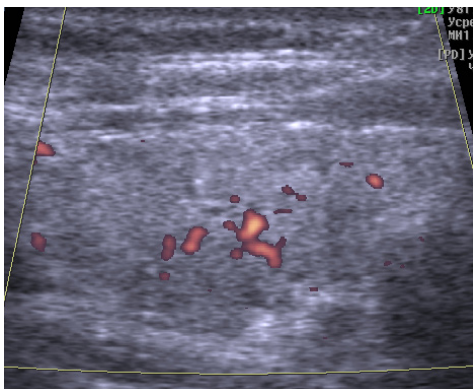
Пациентка И., 65 л. УЗИ (правая доля, продольная проекция, ЭДК). Интенсивность кровотока оптимальная. Узлов нет. Присутствуют мало выраженные признаки внутридольковой деструкции (единичные точечные гипоэхогенные включения) и лимфоцитарной инфильтрации (диффузная гипоэхогенность).
